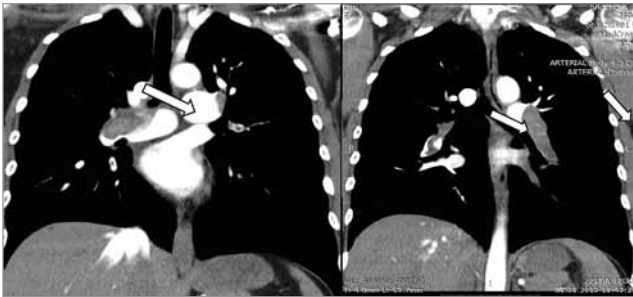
Дані КТ-ангіографії пацієнтки С. Масивна ТЕЛА обох основних гілок легеневої артерії
